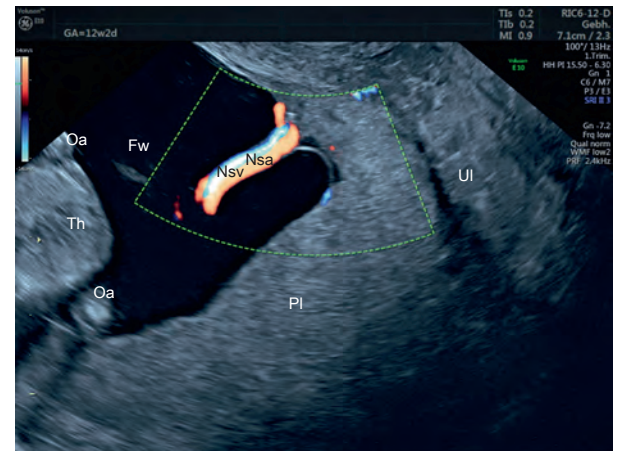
Farbdopplersonografische Darstellung des placentaren Nabelschnuransatzes, 12 + 2 SSW. Fw = Fruchtwasser, Hu = Humerus, Nsa = Nabelschnurarterie, Nsv = Nabelschnurvene, Oa = Oberarm, PI = Plazenta, Th = Thorax, Ut = Uterus.
